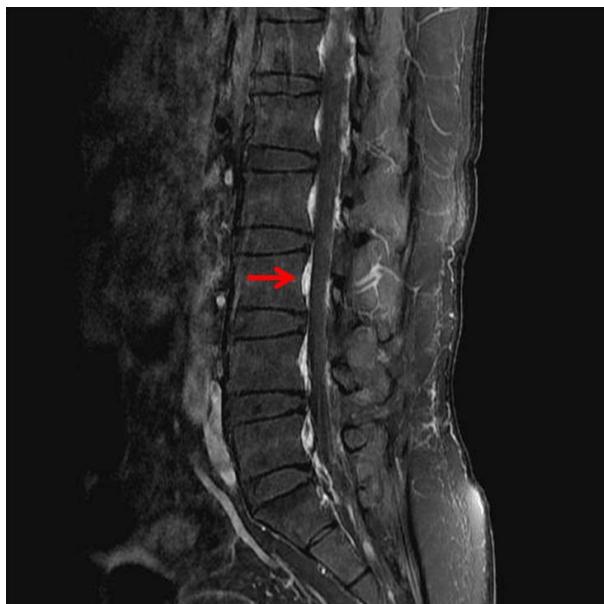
Lumbar spine MRI with postcontrast fat-suppressed T1-weighted sagittal image showing increased epidural enhancement (arrow).
